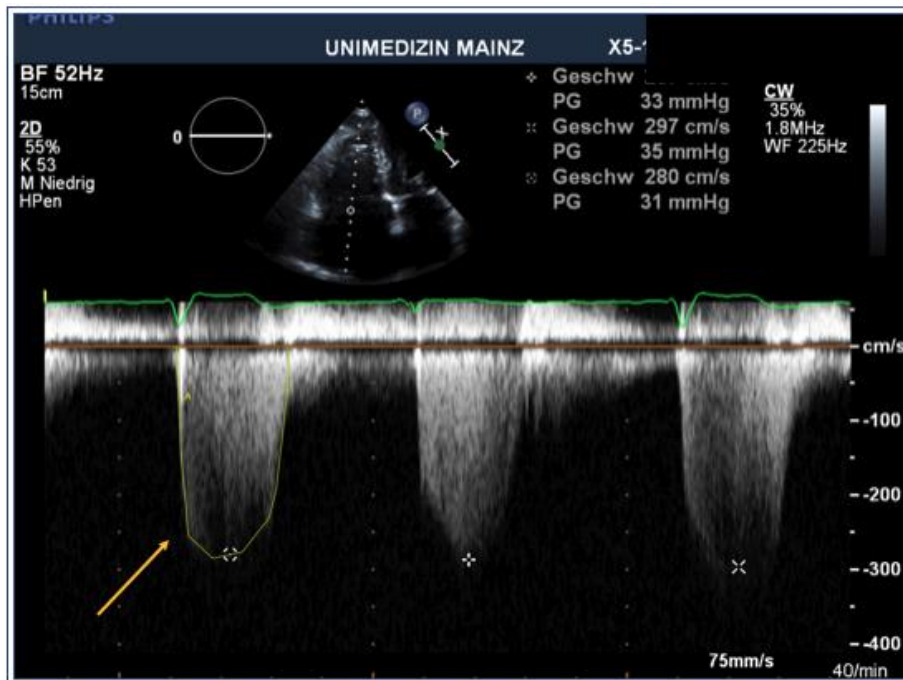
Echokardiographie RVESP.
